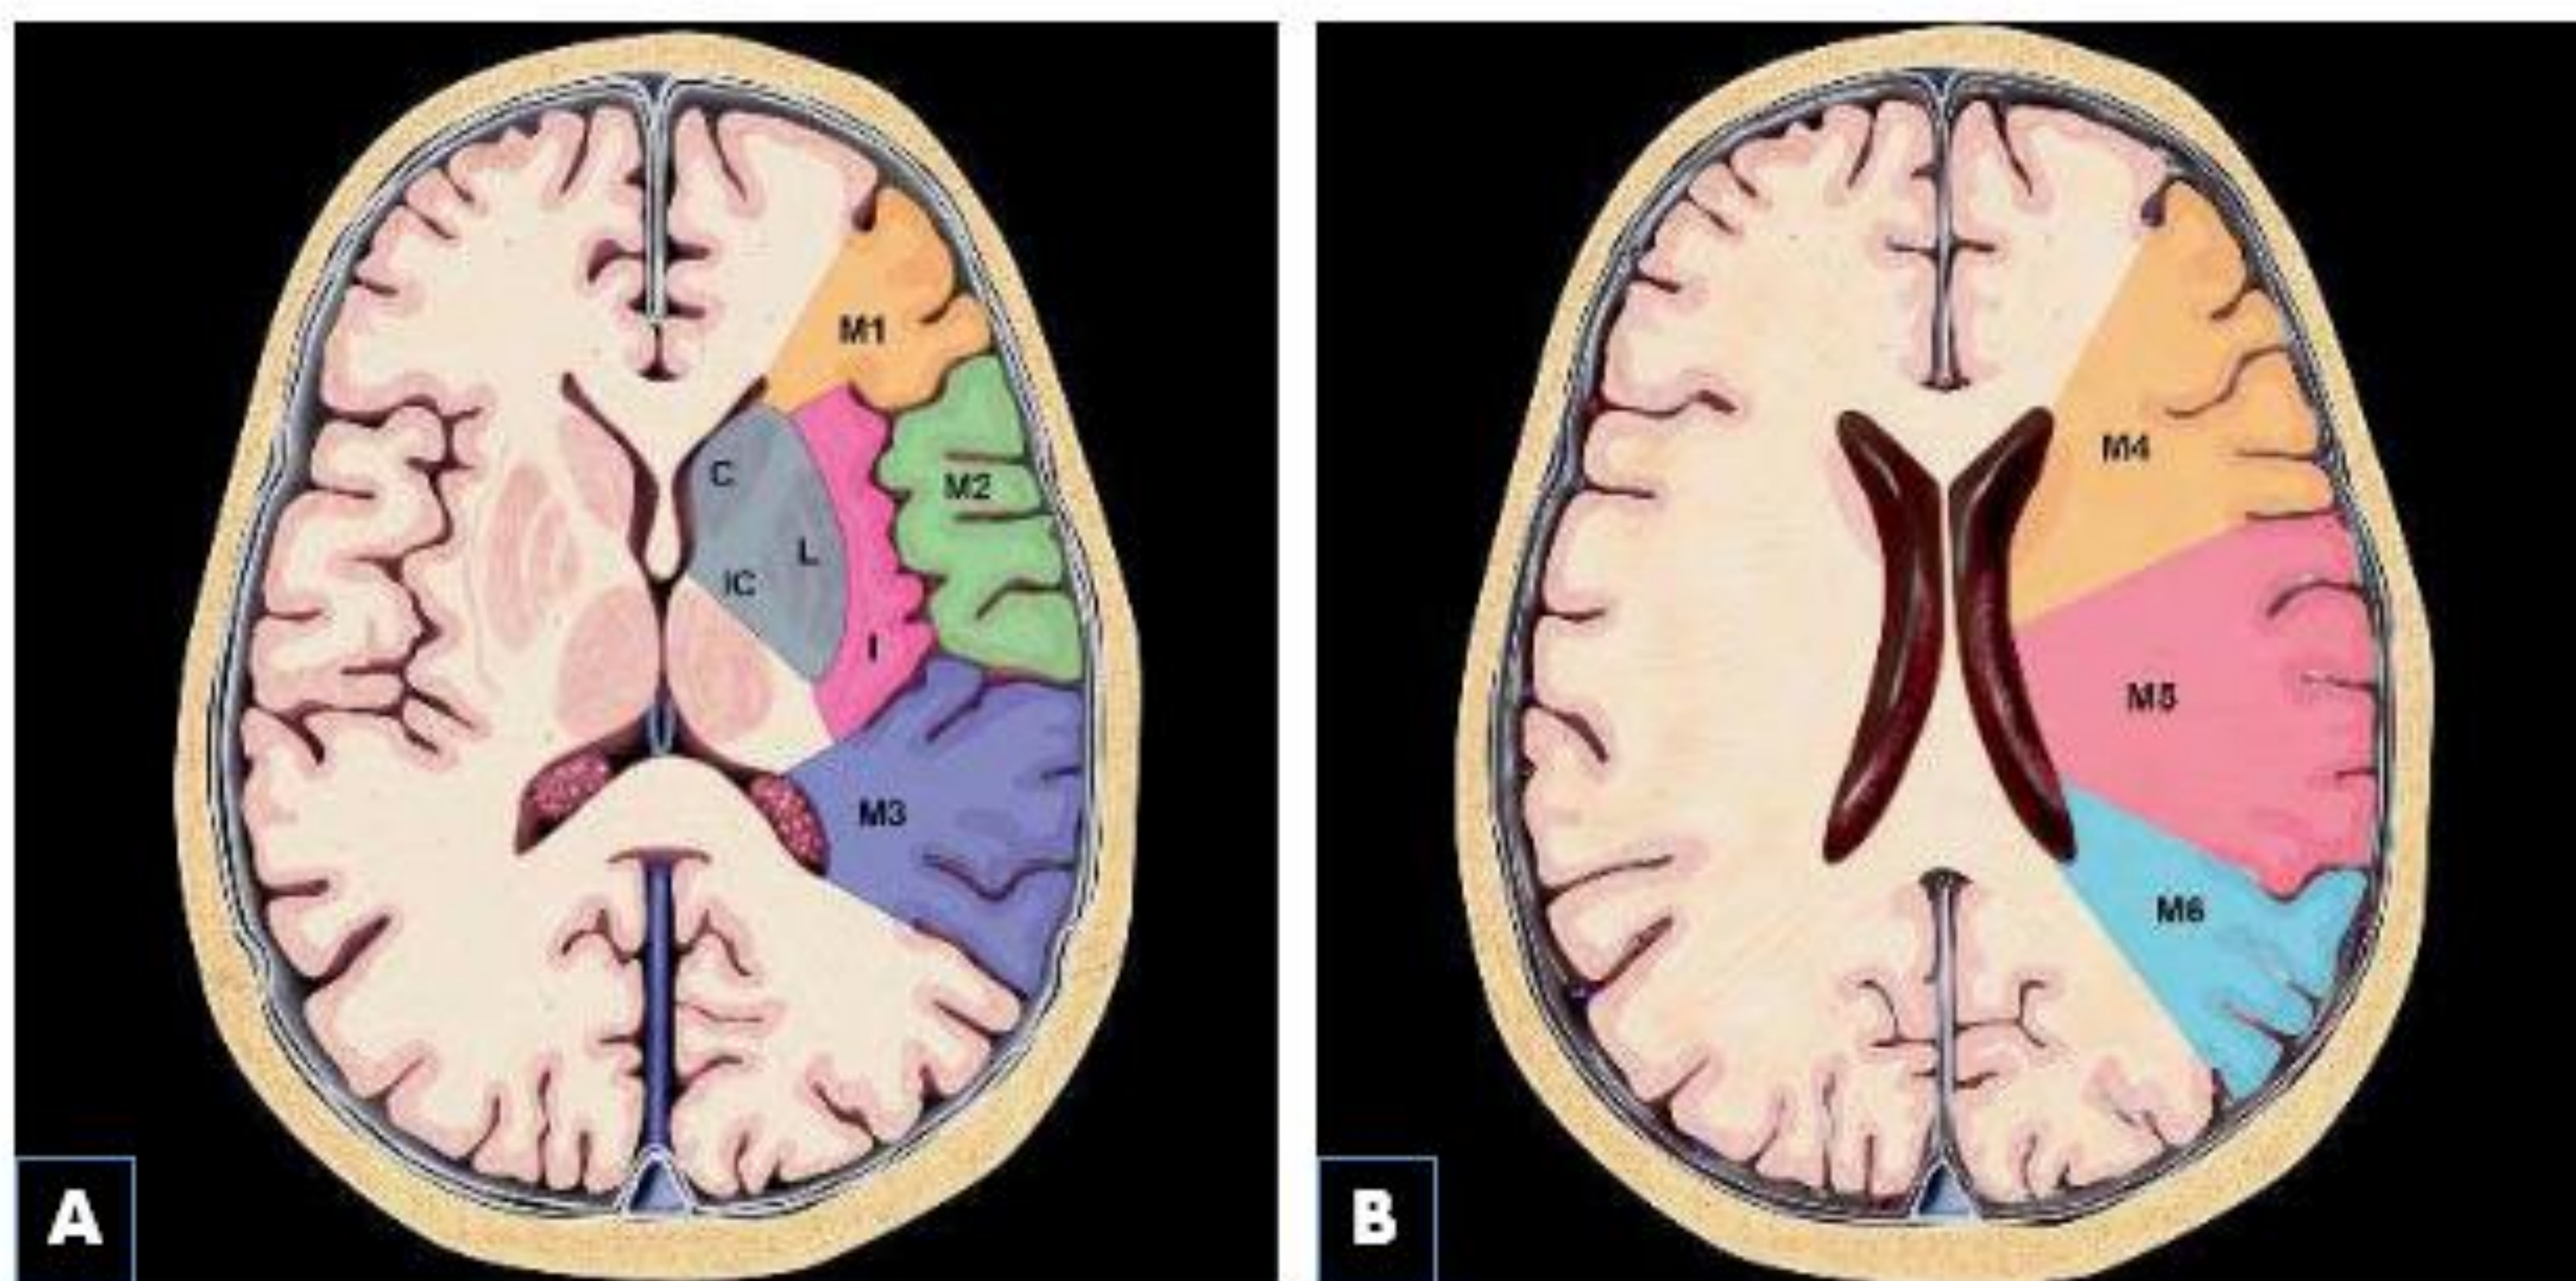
Se ilustran las regiones anatómicas para calcular la puntuación ASPECTS.
